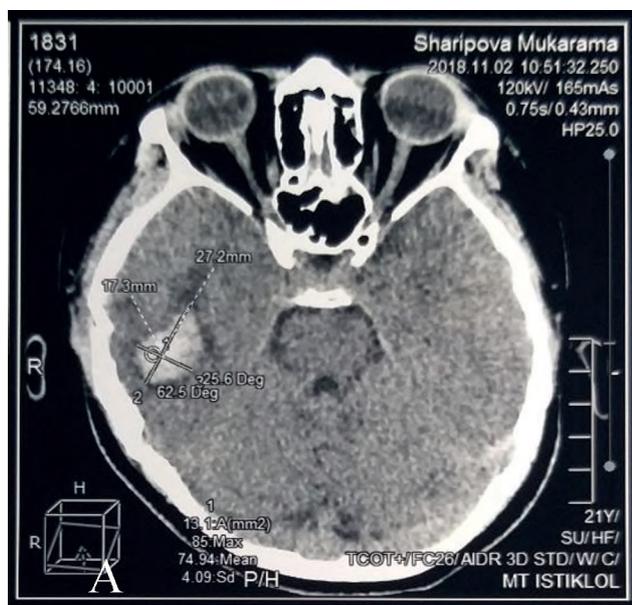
Компьютерная томография. Компрессионный многооскольчатый перелом теменно-височных костей справа. Внутримозговая гематома височной доли головного мозга справа.
